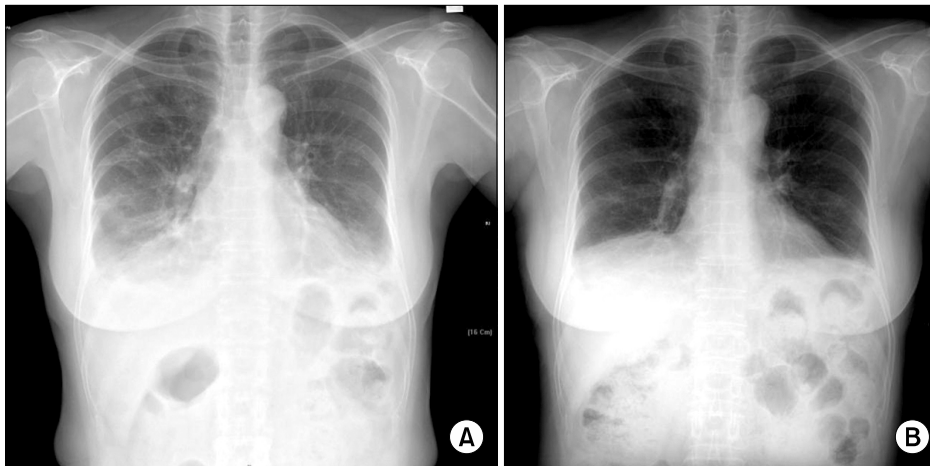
Chest X-ray on admission shows bilateral, multifocal consolidations and bilateral pleural effusion (A). After 3 months with steroid treatment, chest X-ray shows marked improvement (B).
